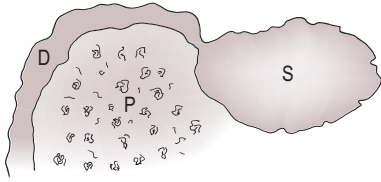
膵臓疾患：VD像（胃十二指腸部の抜粋）。十二指腸は拡張，痙攣し，C字状に弯曲する。斑状のX線不透過は，膵臓領域における腹膜炎を示唆する。D，十二指腸；P，膵臓；S，胃。
